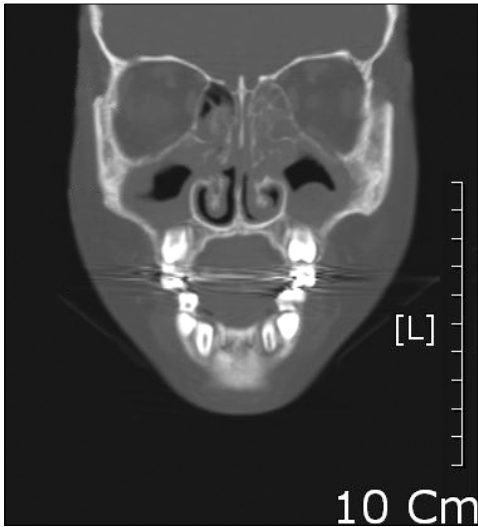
Enhanced computed tomography view demonstrating high attenuation in bone marrow space, loss of lamina dura and bony crypt, and mucosal thickening in paranasal sinus with partial bony erosion.
